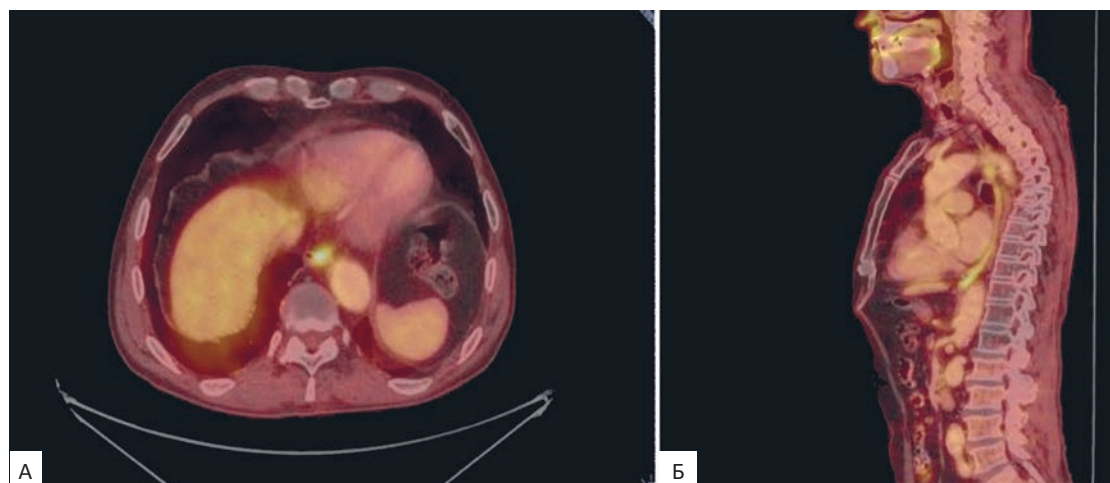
ПЭТ/КТ от основания черепа до середины бедра с применением <sup>18</sup>F-ФДГ через 12 мес после лечения.
